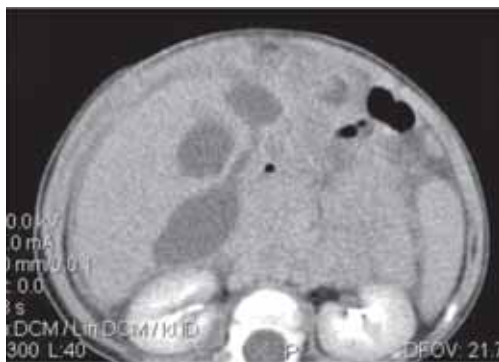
CT abdominal-imagini lichidiene subhepatice, în marea cavitate peritoneală și pe flancuri
